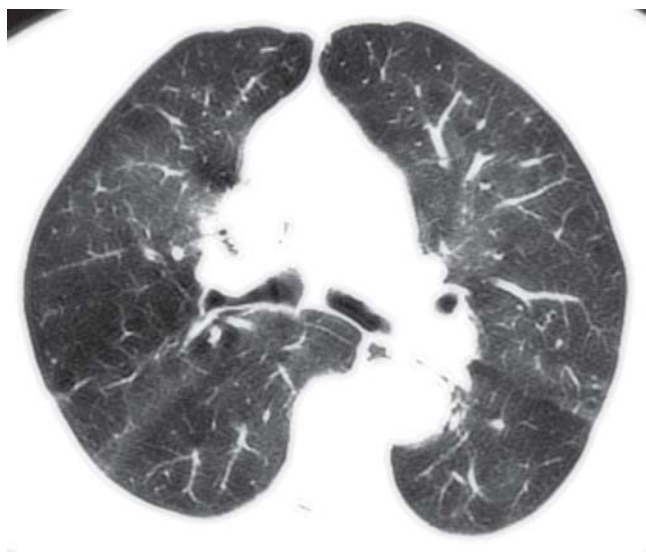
CT mit air trapping, erkennbar durch Areale verminderter Lungendichte.
